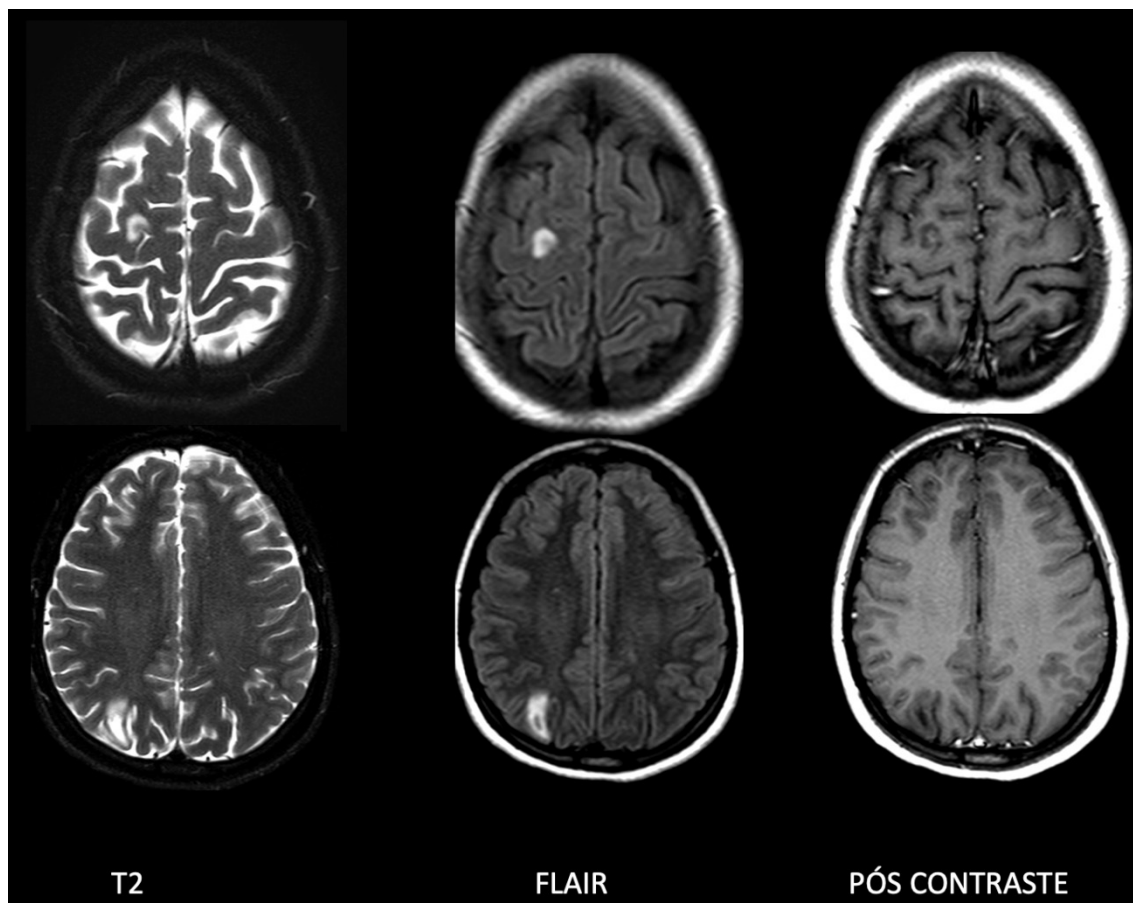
RM de crânio evidenciando regressão das lesões leucocorticais frontais e parietais a direita.
